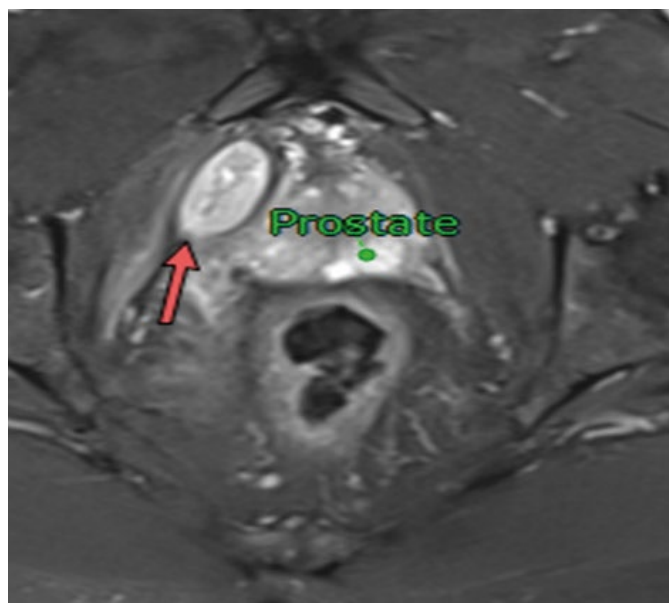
Homme 72 ans, Séquence IRM T2 FAT SAT, axial, Abscès para prostatique (flèche)
